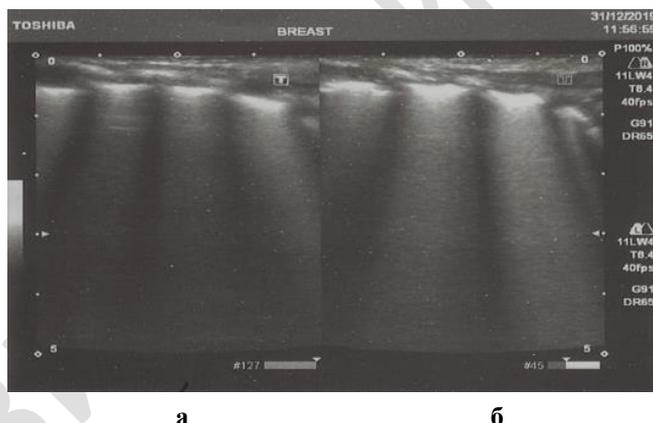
Пациент О., 15 суток жизни. Отек легких. УЗИ грудной полости в В-режиме; а — правая половина грудной клетки; б — левая половина грудной клетки. Гиперэхогенная полоска плевры переходят на сливающиеся между собой В-линии. «Скрадывание» А-линий — отсутствие изображения А-линий при отеке легких
